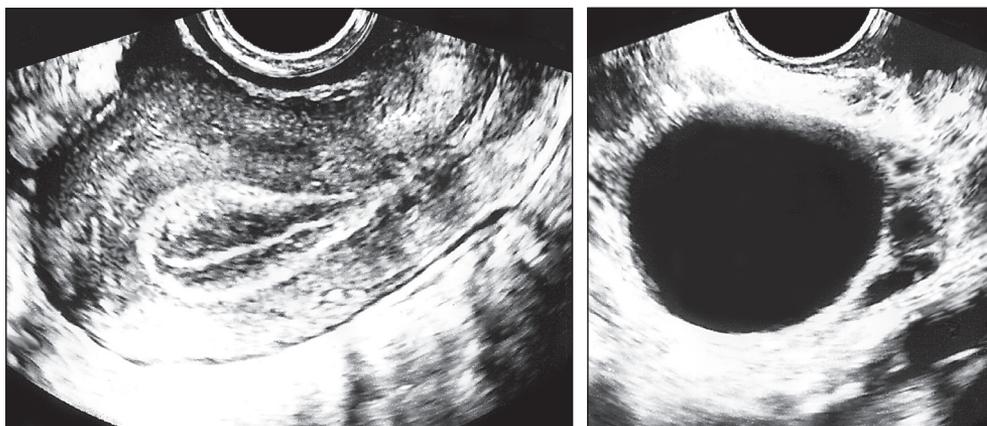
Прролиферативный Э (13 мм) и фолликулярная киста (34 × 23 мм) у молодой пациентки, обратившейся на УЗИ в связи с задержкой месячных (8–9 дней).
